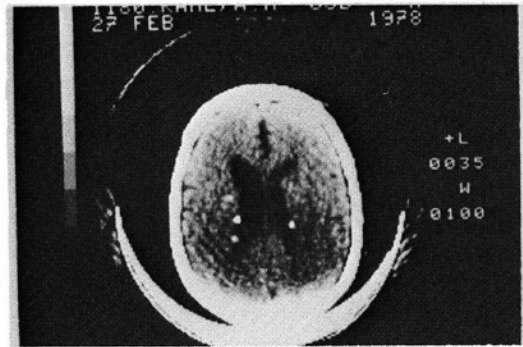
CT scan shows periventricular calcification and nodule in the subependymal space.
